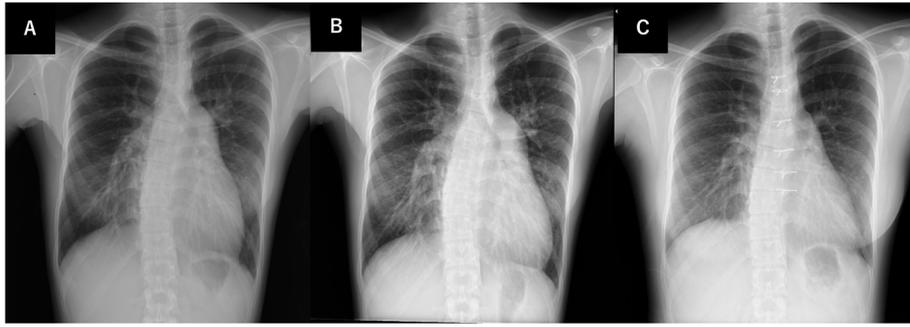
Patient 2: chest X-ray. (A) First evaluation. (B) Post-PAH treatment. (C) Post-operation.
